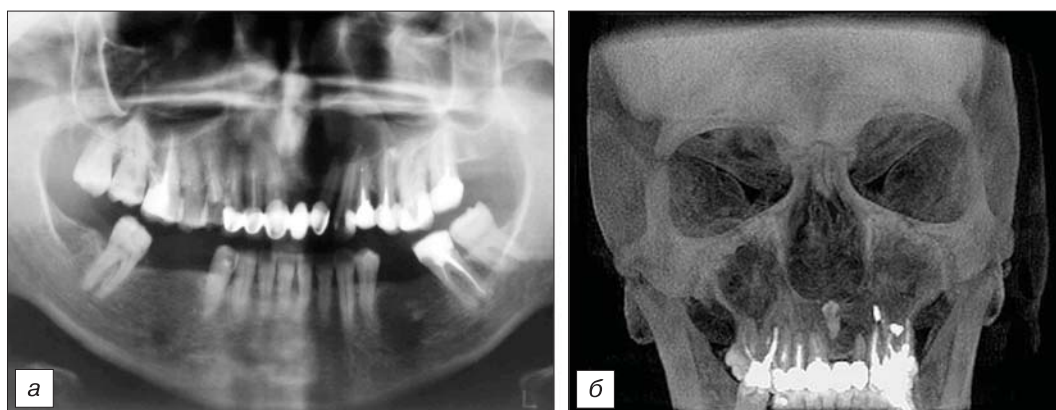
Пациентка К., 45 лет. Диагноз: зубосодержащая (фолликулярная) киста верхней челюсти слева. Ретенция 21 зуба. Кистозное образование визуализируется на ортопантомограмме (а) и конусно-лучевой томограмме (б), в то время как ретинированный 21 зуб четко дифференцируется только на 3D-реконструкции (б).
